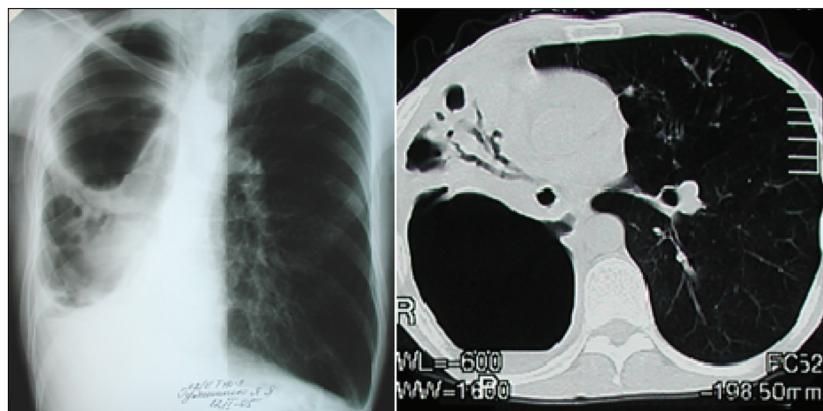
Г., 41 год. Прямая рентгенограмма легких и КТ легких. Фиброзно-кавернозный туберкулез правого легкого
